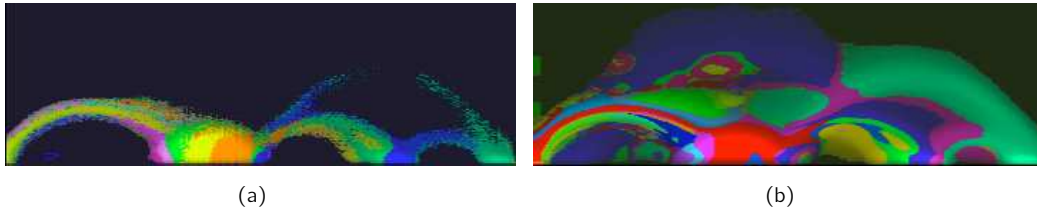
Klassifiziertes Intensitäts-/ Gradientenstärke Histogramm eines Computertomographie Datensatzes. Quelle: [RBS05]
